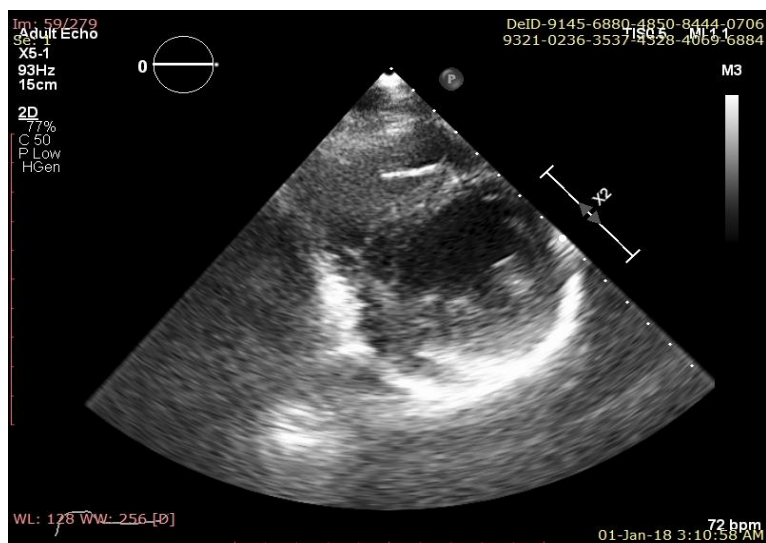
Ecocardiografie transtoracică – incidența parasternal ax scurt – secțiune la nivelul mușchilor papilari (imagine din cazuistica Clinicii de Cardiologie a SCJU Târgu Mureș)
